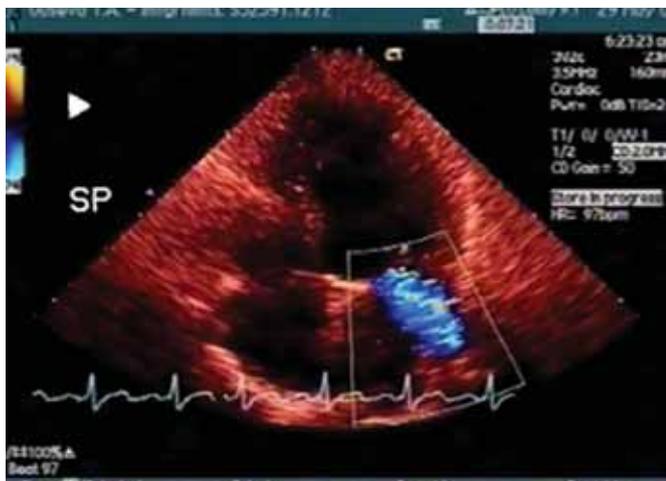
Эхокардиограмма той же больной. Гемодинамически значимая митральная регургитация в результате поражения его створок
